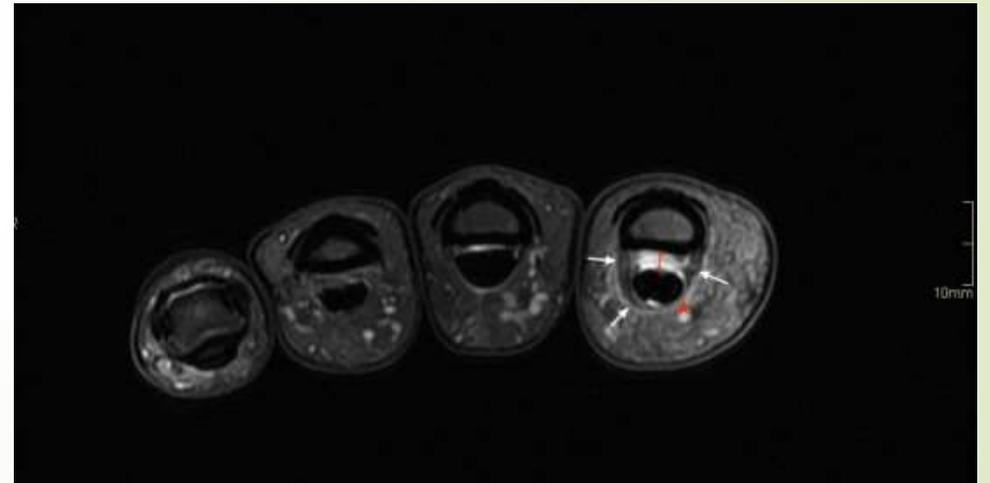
Corde d'arc visualisée par scanner (a) et IRM (b).
